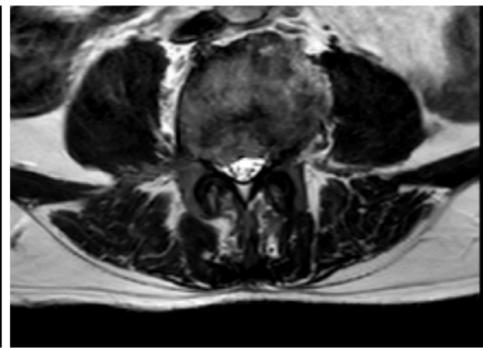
Axial MRI Image
